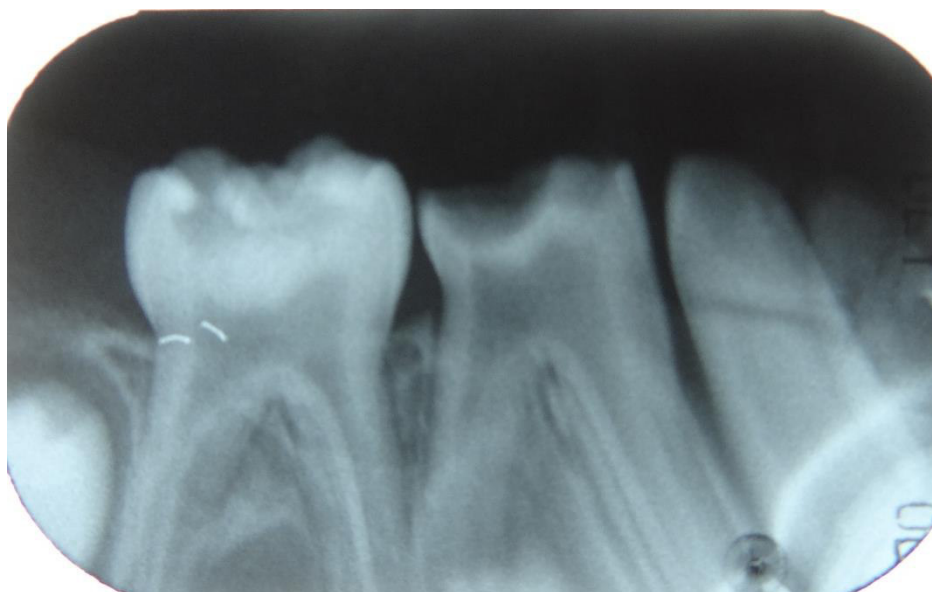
Radiografía Periapical Piezas 61*
